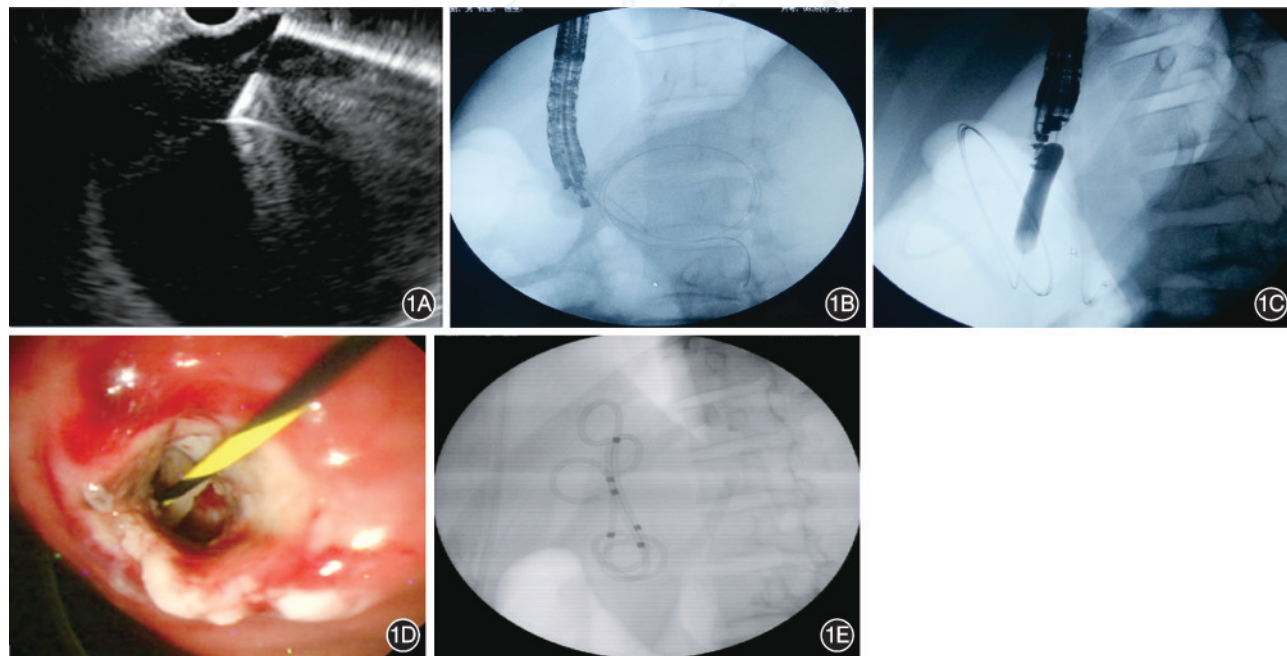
内镜超声引导下经胃内引流术治疗胰腺假性囊肿 1A:内镜超声探查囊肿,并用 19 G 穿刺针行囊肿穿刺;1B:顺穿刺针于囊腔内置入导丝,导丝于囊腔内盘踞 2 圈以免操作过程中意外脱出;1C:囊壁切开刀建立隧道后使用柱状扩张球囊扩张穿刺隧道;1D:扩张后的穿刺隧道通畅、无出血;1E:顺导丝于囊腔内置入 7 F“双猪尾”塑料支架 2 枚,X 线下观察支架位置良好
